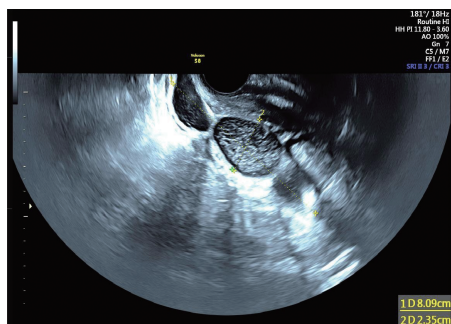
经阴道超声示左侧附件区见一迂曲管状囊性包块
